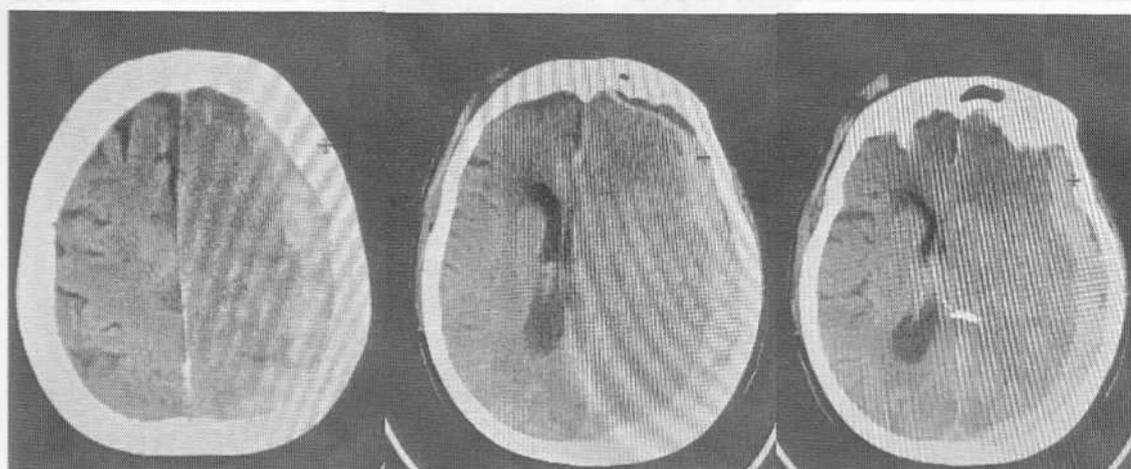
Спиральная компьютерная томография пациента Н. при поступлении
